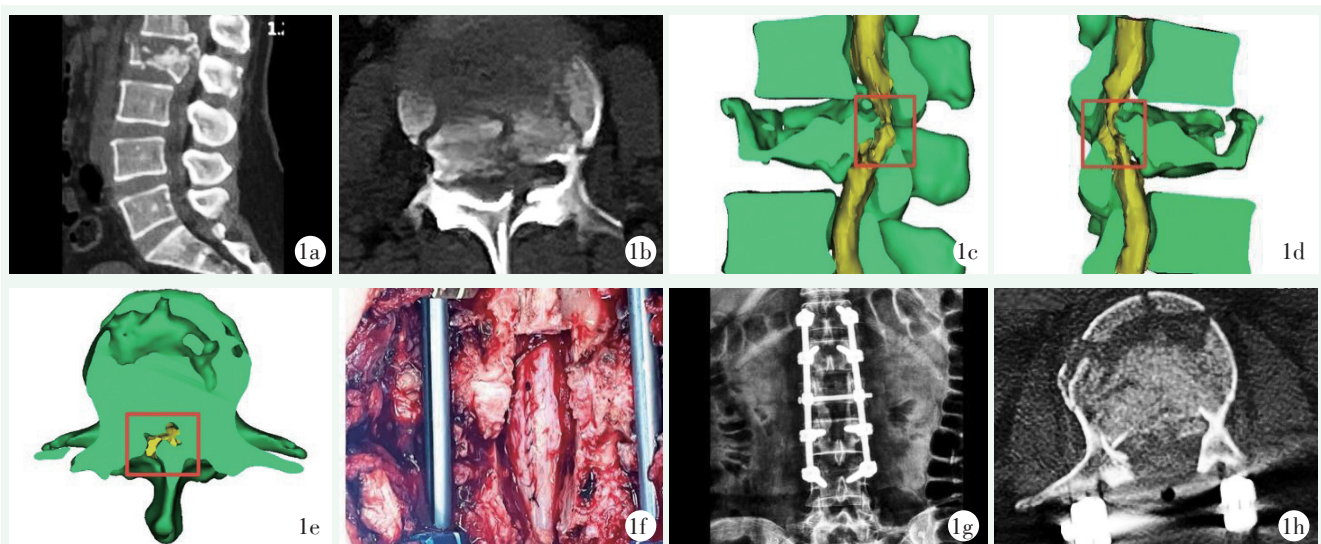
患者女性，50 岁，L₂ 椎体爆裂性骨折合并椎板骨折。1a: 腰椎侧位 X 线片示 L₂ 双侧椎弓根间距变宽，椎体高度降低明显，局部后凸畸形；1b: 腰椎横断位 CT 示左侧椎板骨折，椎体后壁爆裂骨折并突入椎管；1c: CT/MRI 融合图像左侧面观，红色方框内可见椎体后缘及椎板骨折严重，硬膜囊受压明显；1d: CT/MRI 融合图像右侧面观，红色方框内可见硬膜囊前后方受压，卡顿在后方骨折椎板内；1e: CT/MRI 融合图像横断面观，红色方框内可见左侧马尾神经硬膜疝入骨折椎板；1f: 术中给予硬膜囊缝合修补；1g: 末次随访腰椎正侧位 X 线片示 L₂ 椎体高度恢复，内固定位置良好；1h: 末次随访腰椎横断位 CT 示 L₂ 椎体后缘骨折复位良好。
